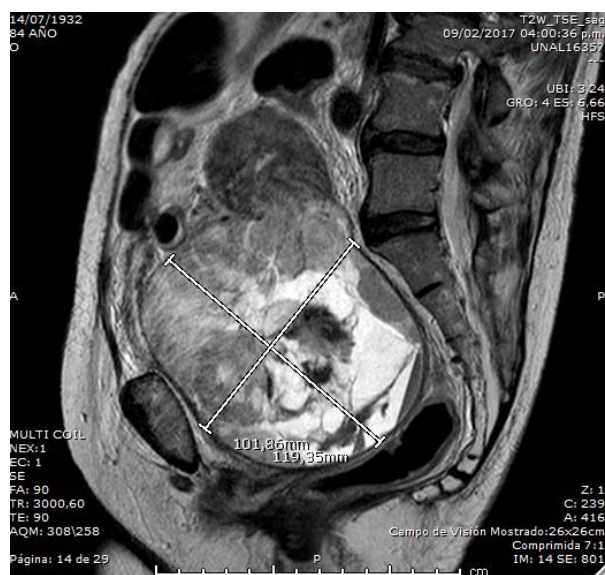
Resonancia magnética nuclear abdomino-pélvica en una paciente que presentaba un carcinosarcoma de cérvix. Masa de 11 cm, redondeada, de bordes bien definidos, dependiente del cérvix uterino.
